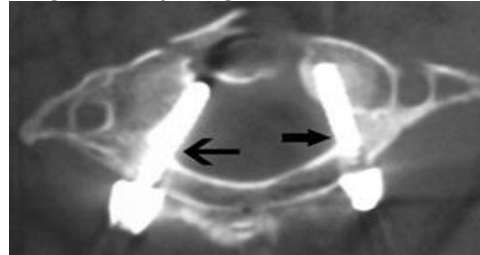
Hình ảnh CT scanner vít nằm hoàn toàn trong xương
